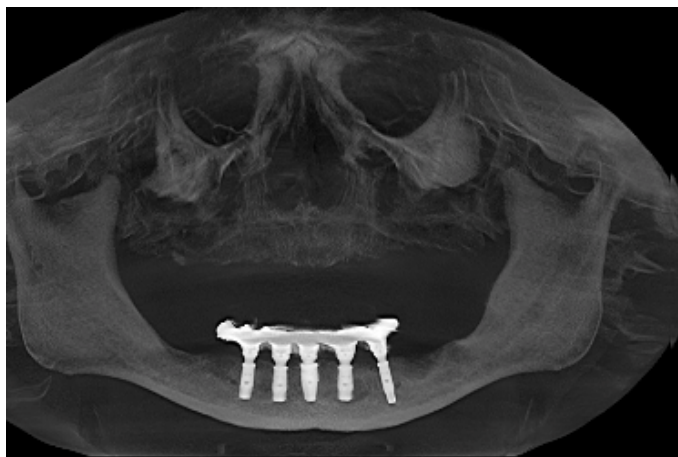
Tomografia inicial panorâmica.
